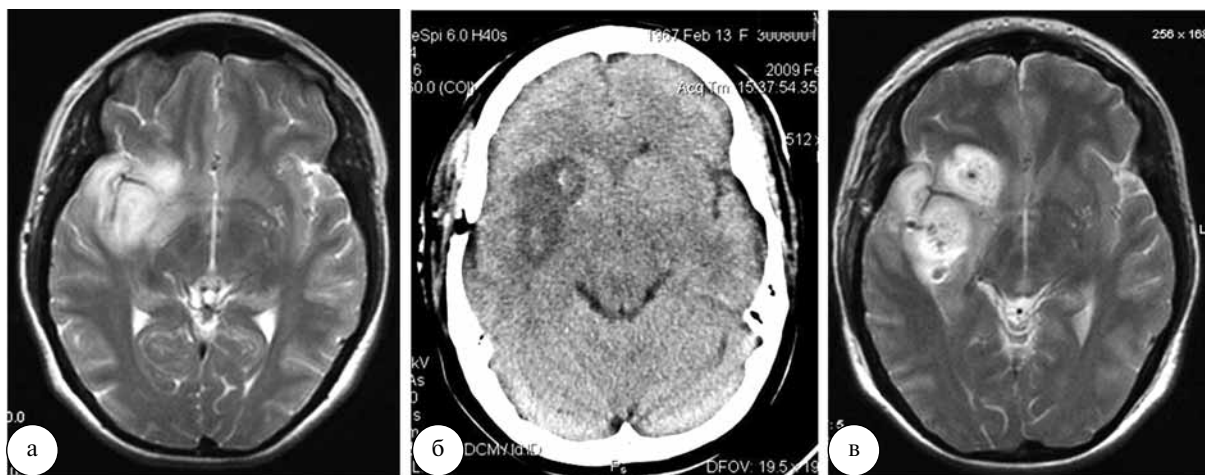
Морфология послеоперационных изменений по данным контрольной томографии у пациентки после стереотаксической криодеструкции опухоли базальных ганглиев и островка правого полушария: а – дооперационная МРТ (Т2-ВИ); б – послеоперационная КТ; в – послеоперационная МР-томограмма (Т2-ВИ)
